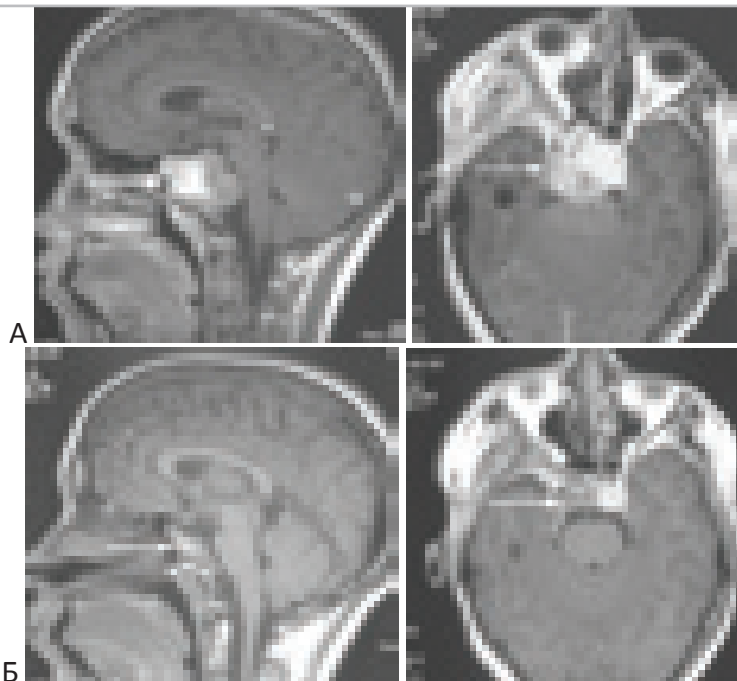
Динамика МРТ после протонного облучения. Больной В-в 16 лет. МР-изображения в разные сроки после лучевой терапии комбинированной протон-фотонной техникой. “А” – до лучевой терапии. “Б” – 3 месяца после протон-фотонной лучевой терапии. Приведены пары сагиттальных и фронтальных срезов.
